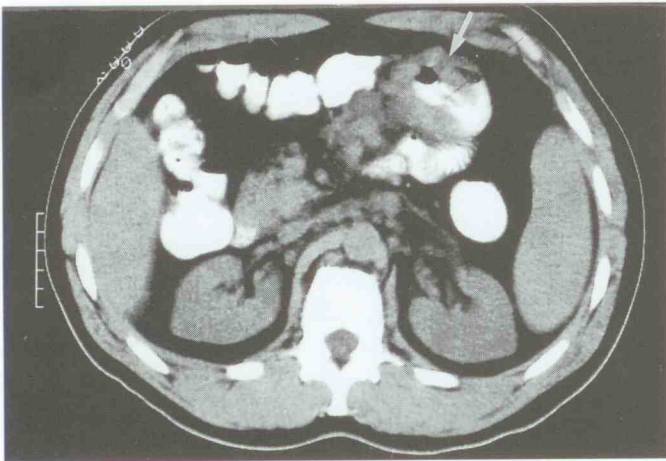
CT – Abdomen vom 09.03.1994 mit großem proximalem Dünndarmtumor sowie mesenterialem Lymphknotenbefall.
